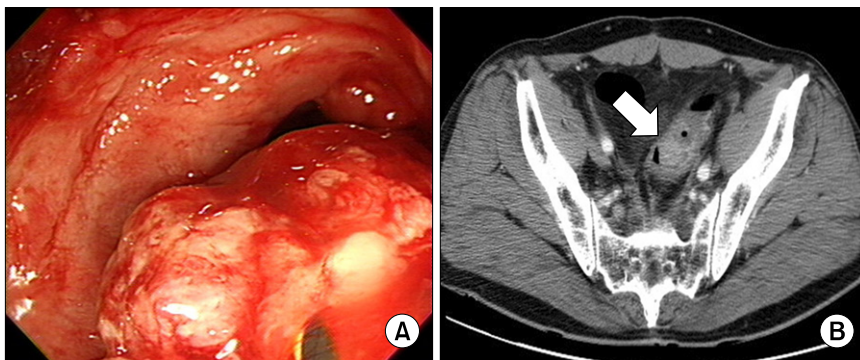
(A) Colonoscopic and (B) CT findings show a fungating mass (arrow) above 16 cm from anal verge, or above 8 cm from anastomosis site.
